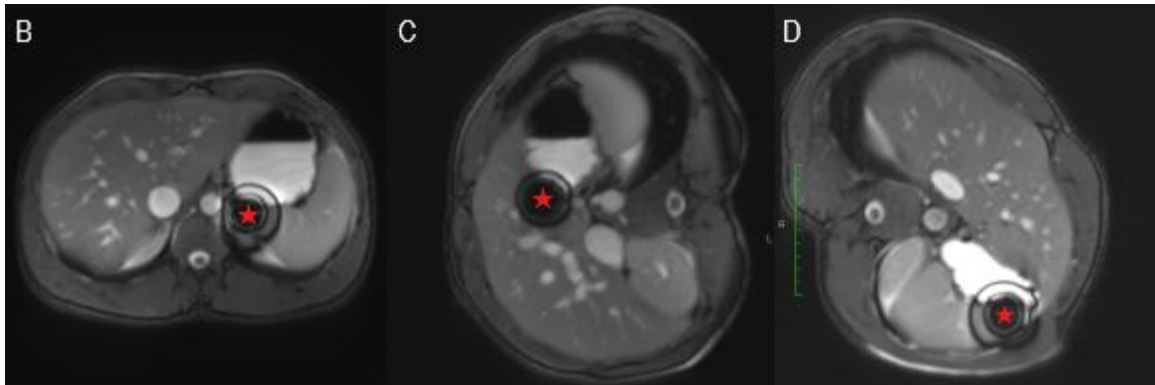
MRT-Bildgebung des Magens mit Auslöschungsartefakt der Tablette (roter Stern) und Spiegelbildung im Magen in Transversalebene in Rückenlage (B), Rechtsseitenlage (C) und Linksseitenlage (D) nach Einnahme von 240mL Wasser (Proband 3).
